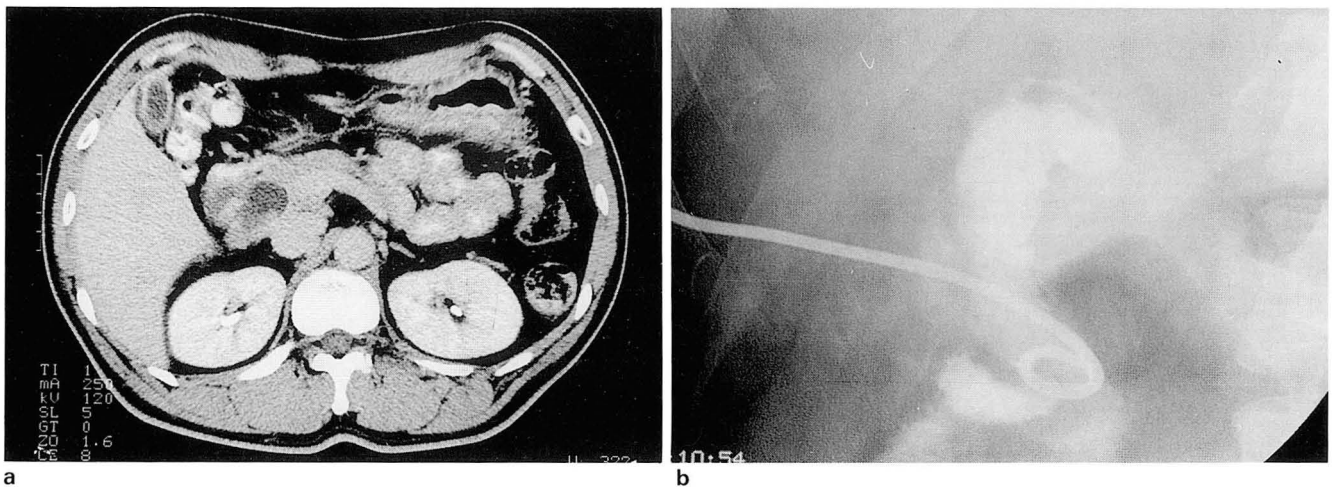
a. Choledochal cyst with cholangiocarcinoma. CT shows cystic dilatation of CBD with nodular wall thickening.
